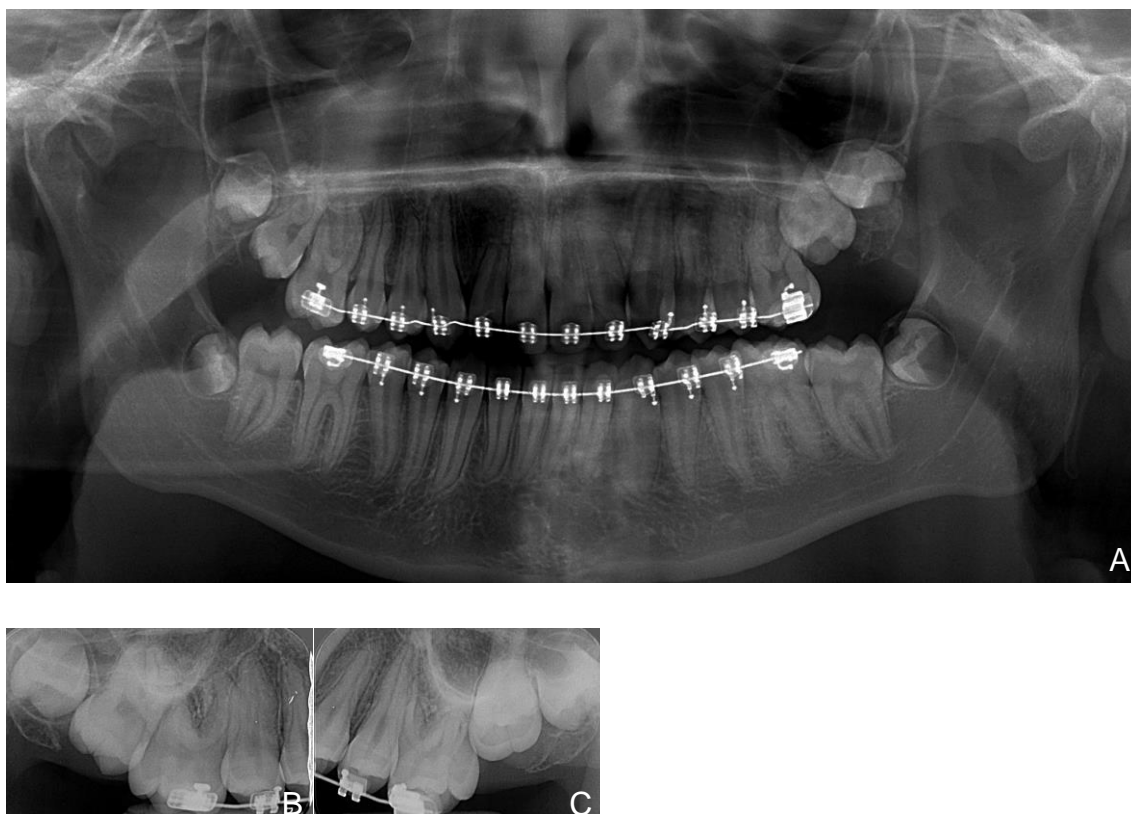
Radiografia panorâmica e periapicais (A-B-C).
